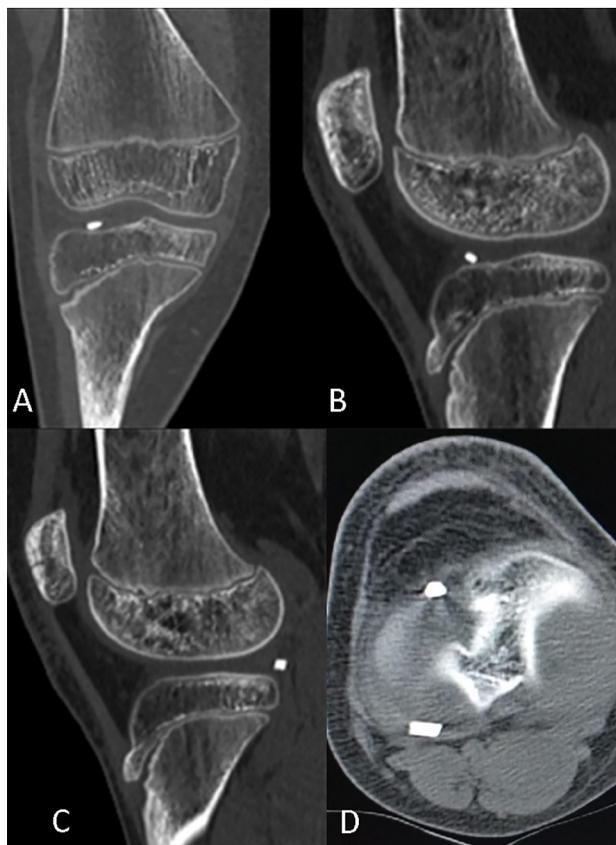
TAC de rodilla derecha. A: Corte coronal. B y C: cortes sagitales. D: corte axial. Se constatan dos fragmentos intraarticulares en el compartimento lateral.
